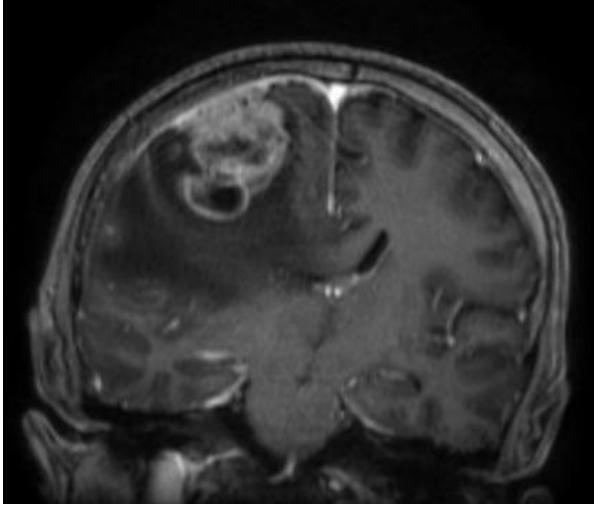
Hastanın Olgu 2 pre op kontrastlı aksiyel beyin MRG.
